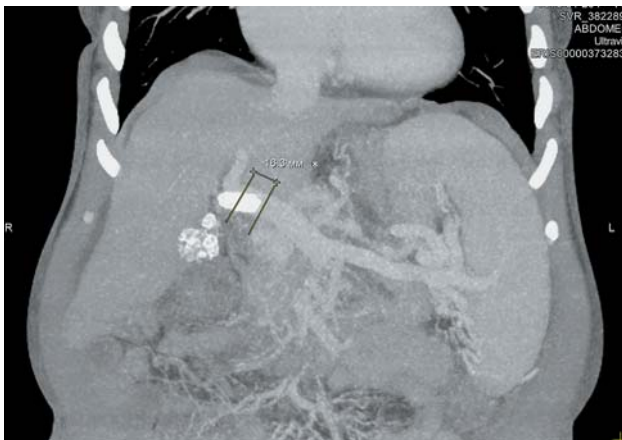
Компьютерная томограмма. Состояние после TIPS. Дистальный сегмент стента расположен в стволе воротной вены.
